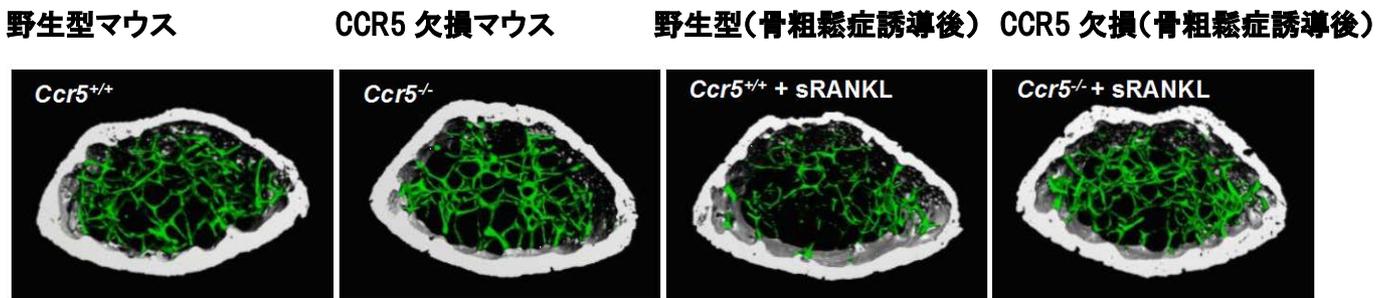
野生型マウスと CCR5 欠損マウスの骨（大腿骨）の横断 CT 画像
